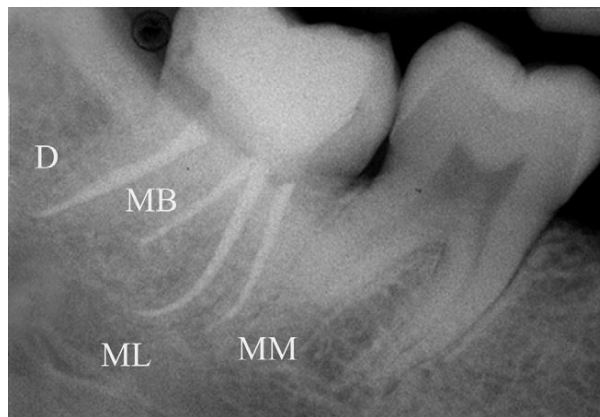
Radiografía de obturación de los cuatro conductos del tercer molar inferior.¹²
